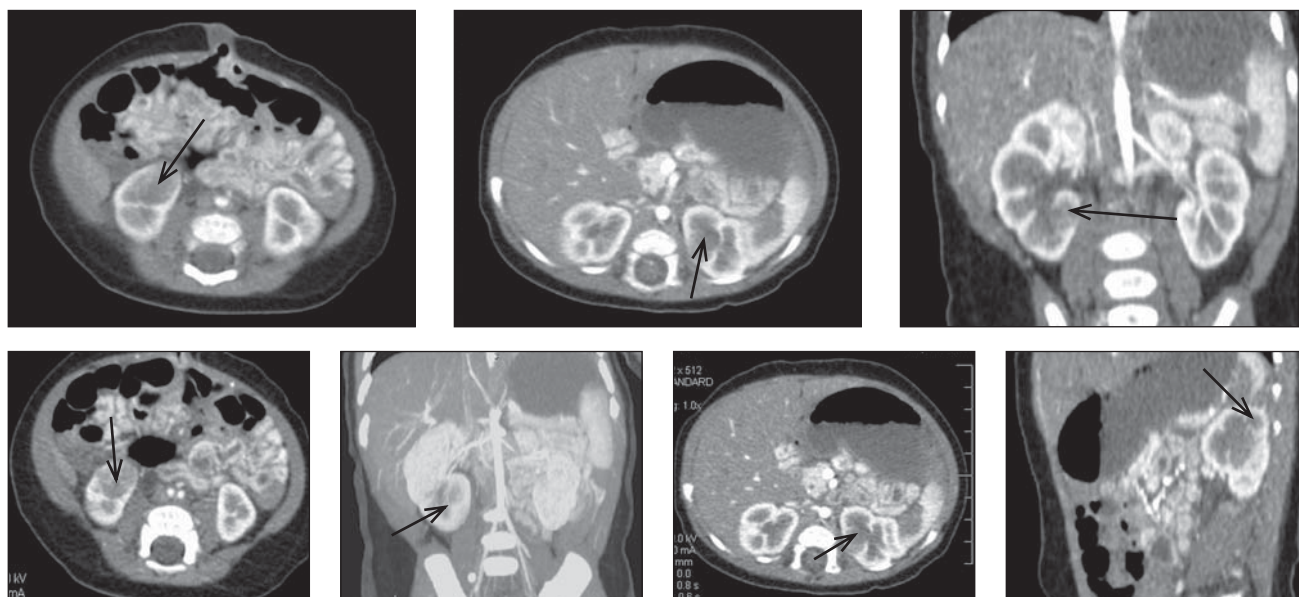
Пациент № 4. Компьютерная томография (КТ) почек ребенка П. в возрасте 7 лет на 2-й день фебрильного заболевания
